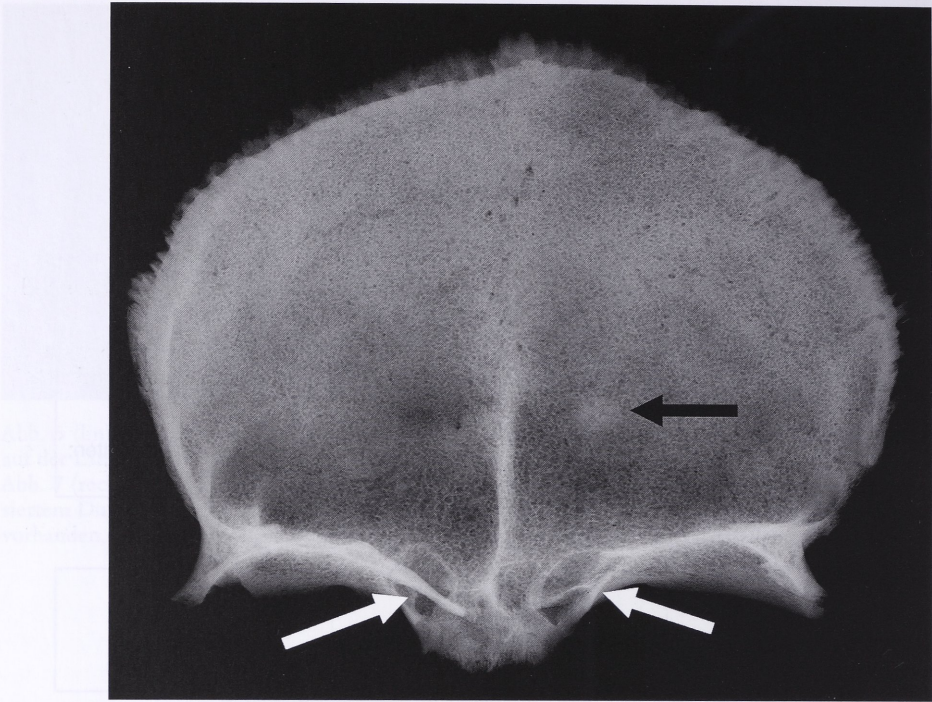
Röntgendarstellung des Stirnbeins. Zu sehen sind die klein ausgebildeten Stirnbeinhöhlen (helle Pfeile) sowie eine strahlendichte Stelle in der Squama (dunkler Pfeil), die gut zu den mikroskopischen Befunden von knöchernen Verdichtungen in der Diploe passt.
